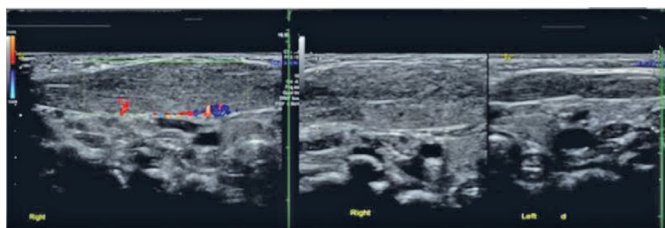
Hwang J, Khil EK, Jung SJ, Choi JA. Correlaciones entre los parámetros clínicos y ultrasonográficos de la tortícolis muscular congénita sin masa esternocleidomastoidea. 2020; 21(12):1374-1382.
